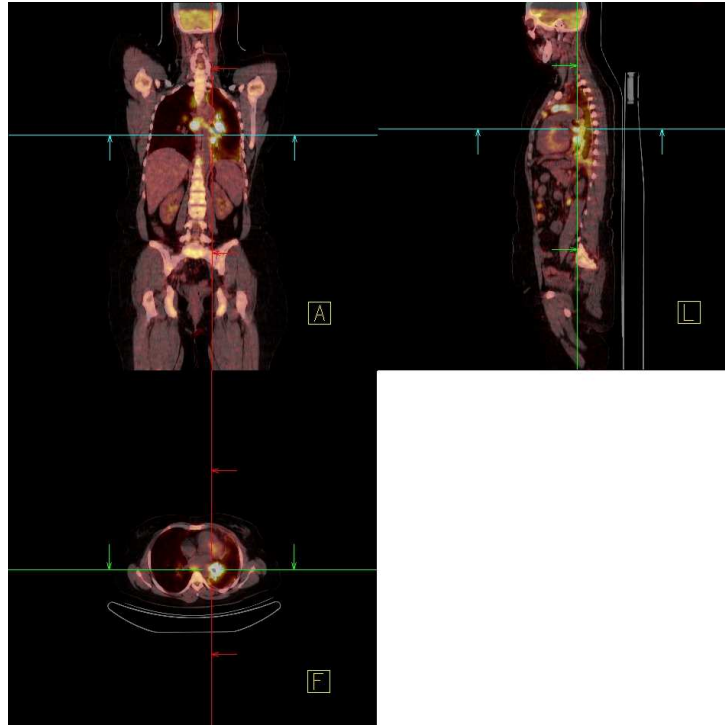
58 yaşında MPM tanısı almış FDG PET-CT'sinde sağ akciğerde kotal, mediastinal ve diafragmatik yaygın plevral kalınlaşma alanlarında malignite düzeyinde artmış FDG tutulumu izlendi.
